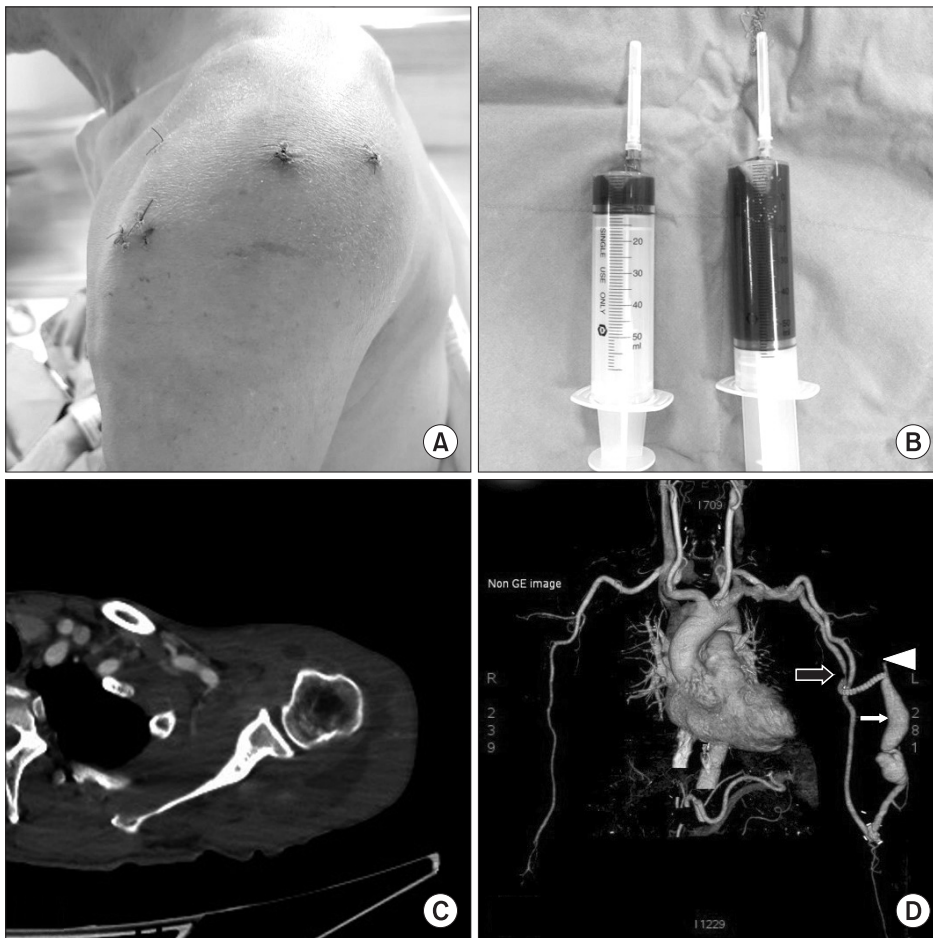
(A, B) On postoperative day 3, swelling was observed around the anterior portal, so joint aspiration was performed, and approximately 65 ml of dark-bloody fluid was drained. (C, D) Computed tomography angiography images. No dye leakage was observed, which implies vascular injury or a pseudoaneurysm, but a large collection of fluid around the joint was noted. Total occlusion of the cephalic vein (arrowhead) was observed, and subtotal stenosis of the axillary vein (empty arrow) and the outflow of the arteriovenous fistula (white arrow) was observed.
